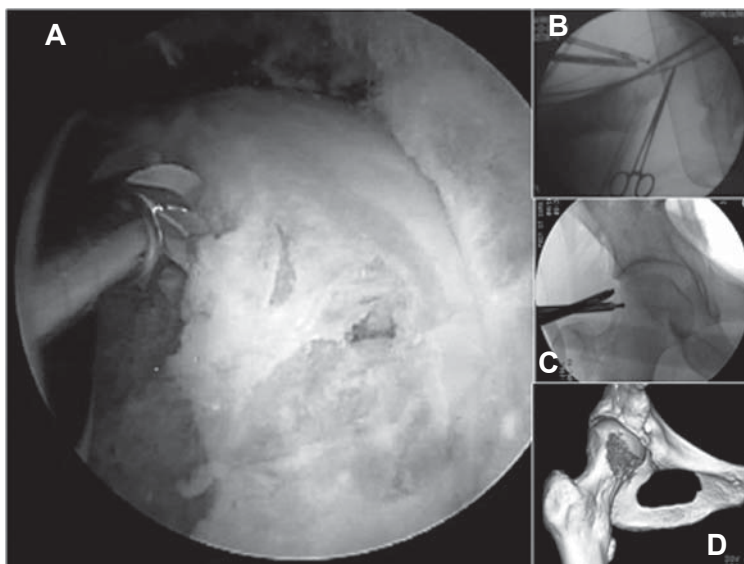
A: Tiempo extraarticular. Resección del bump en zona anterolateral. Se mantiene referencia por visión directa y radioscópica. B: Visión radioscópica. Proyección axial. Se observa artroscopio y fresa en unión cabeza cuello. C: Visión radioscópica. Proyección anteroposterior de la unión cabeza cuello anterolateral durante bumpsectomía. D: TAC reconstrucción 3D postoperatorio. Se corrobora la extensión de la bumpsectomía. Se respeta inserción de los vasos posterolaterales.
